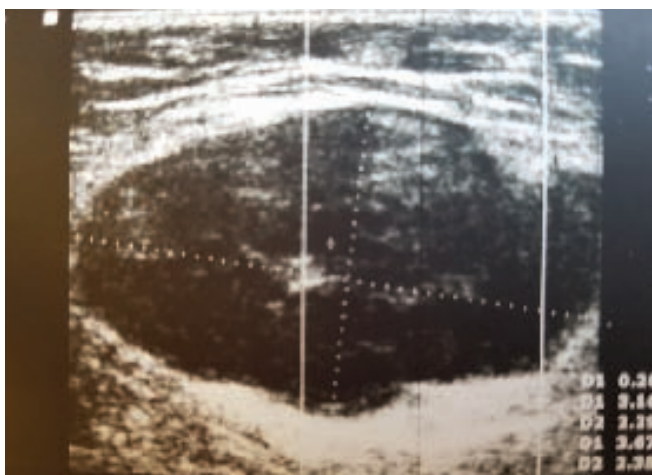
Left: Ultrasound of left axilla shows hypoechoic lymph node measures 4 cm with loss of fatty hila. Right: Bilateral mammogram of breast shows no primary lesions.
